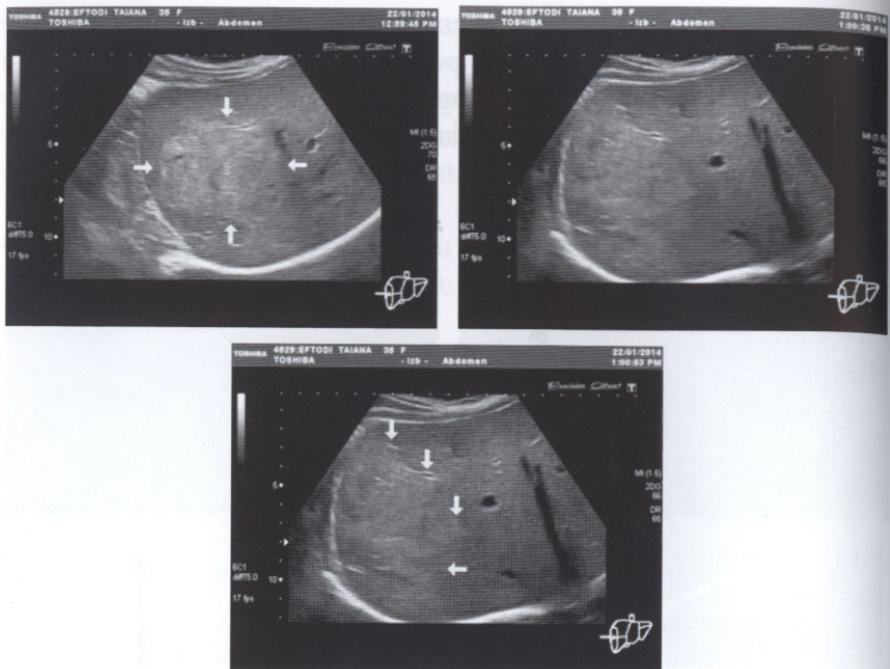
Imagine ultrasonografică de steatoză hepatică focală
